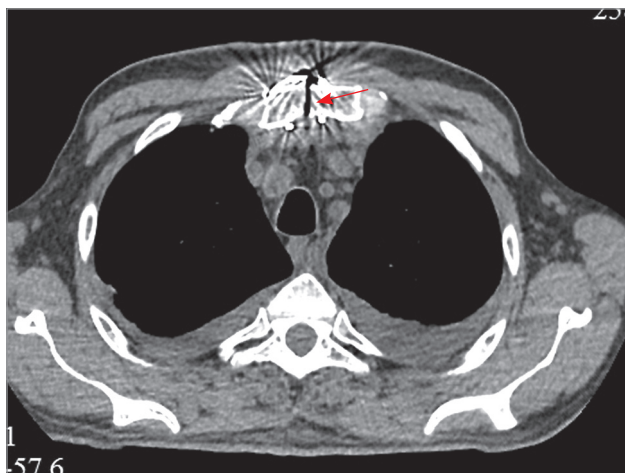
Послеоперационный стерномедиастинит; диастаз фрагментов грудины (стрелка), инфильтрация клетчатки средостения и выпот в плевральных полостях. Компьютерная томография
